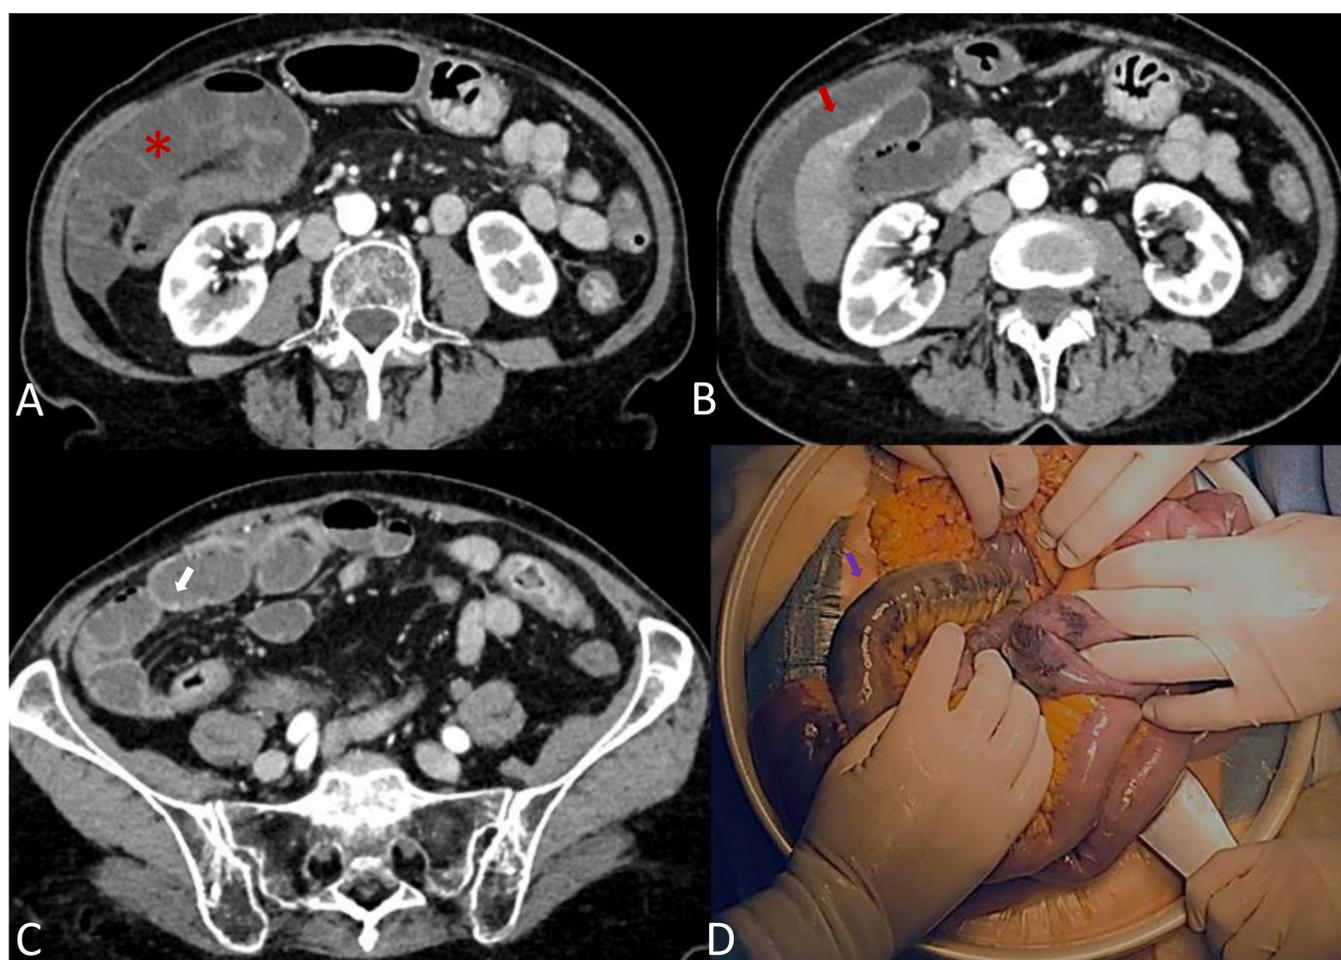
A-C) TAC abdominopélvica con contraste intravenoso. Hiporrealce de las asas (asterisco rojo) en comparación con asas con realce conservado (flecha blanca). Asocia líquido libre (flecha roja). D) Imagen quirúrgica de un caso de obstrucción en asa cerrada con signos de isquemia/necrosis intestinal (flecha morada), cortesía de la doctora González de Miguel.
